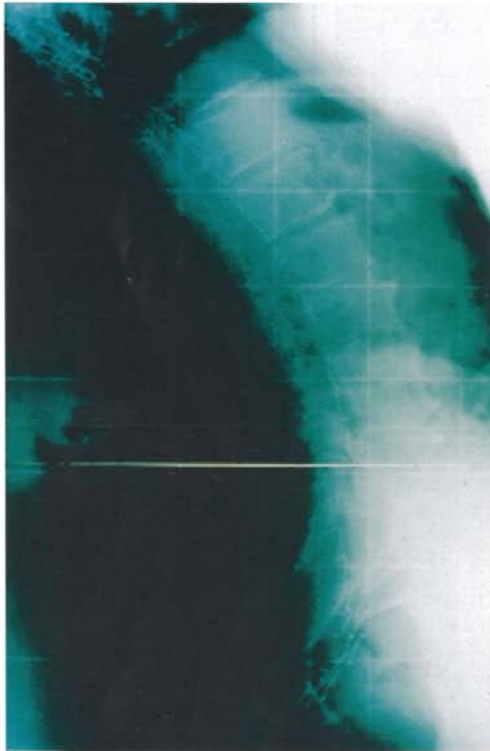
Röntgenaufnahme beim Sitzen auf dem wingback in der hinteren Sitzhaltung. Die natürliche Lordose ist gut erkennbar. Sie wird durch Anheben des Beckens und Formgebung der Schalen erreicht, ohne daß die Dornfortsätze einen lästigen Druck erfahren. Die Kontur der Schalen ist durch die das Polsterhaltenden Drahtbügel hinter den Wirbelknochen abgezeichnet.
